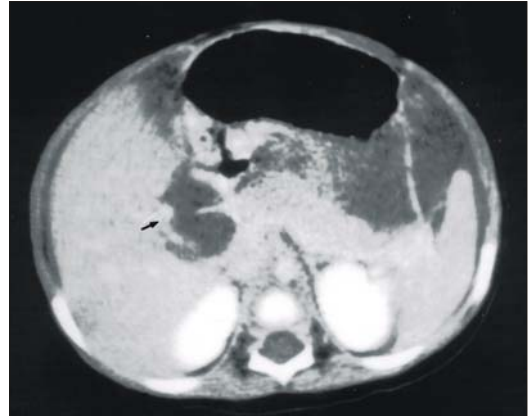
Abdominal CT scan checked in the first visiting hospital shows ascites and the collapsed choledochal cyst with irregular wall (arrow) suggesting ruptured choledochal cyst.
